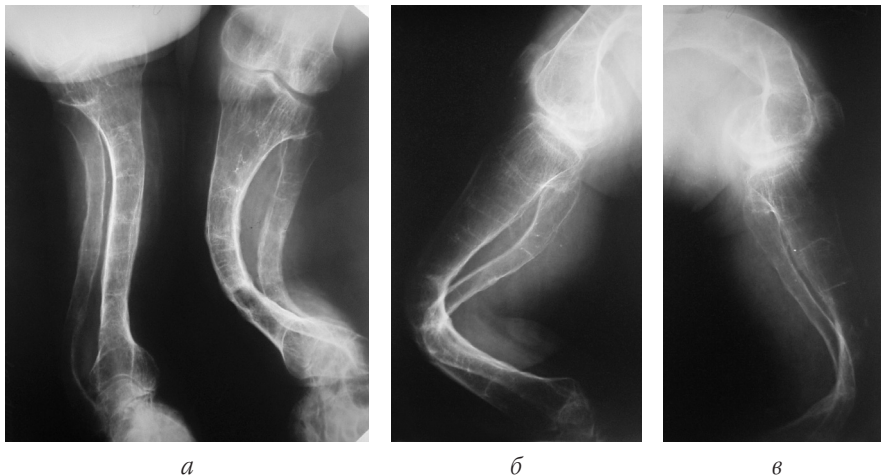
Рентгенограми хв-ї А-ко О. В., 40 років. Діагноз: ПЛК, III тип, *піднята форма*, виразний системний остеопороз, прогресуючі багатоплощинні деформації кісток гомілок: пряма проекція (а) та бокова проекція справа (б) та зліва (в)
